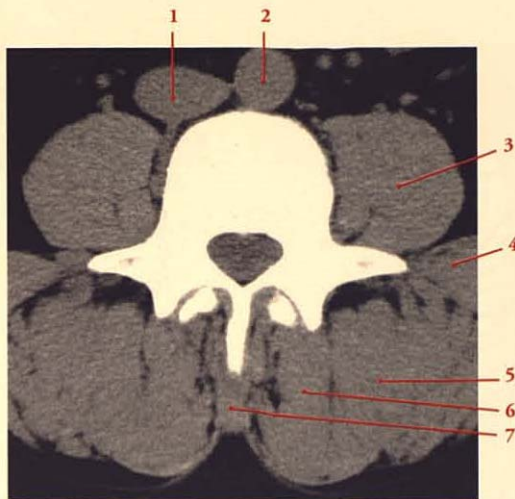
Muscles du dos : coupe TDM axiale transverse au niveau de la vertèbre lombaire L3 (cliché Dr T. Diesce)
